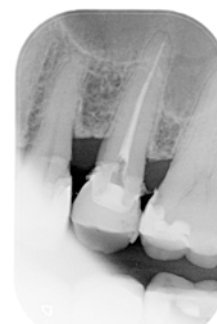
X-ray after endo retreatment
